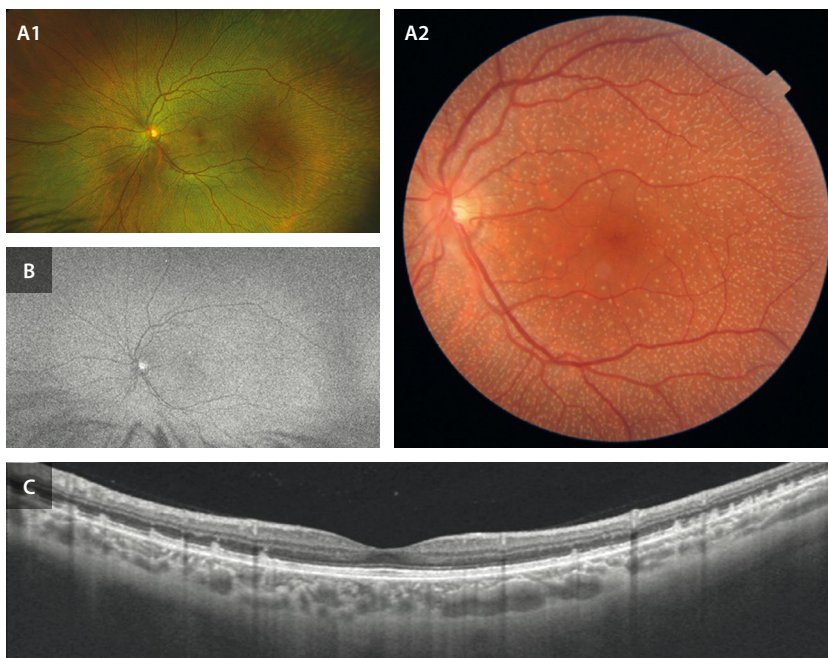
Fundus albipunctatus*. Varón de 43 años, con nictalopía y disfunción de bastones en el electroretinograma de campo completo. La agudeza visual es de 1.0. A1 y A2) En la retinografía se detectan depósitos blanquecinos dispersos por la retina con respecto foveal, que en la tomografía de coherencia óptica (C) se muestran como lesiones drusenoides hiperreflectivas subretinianas. B) La autofluorescencia muestra una imagen granular borrosa generalizada.
